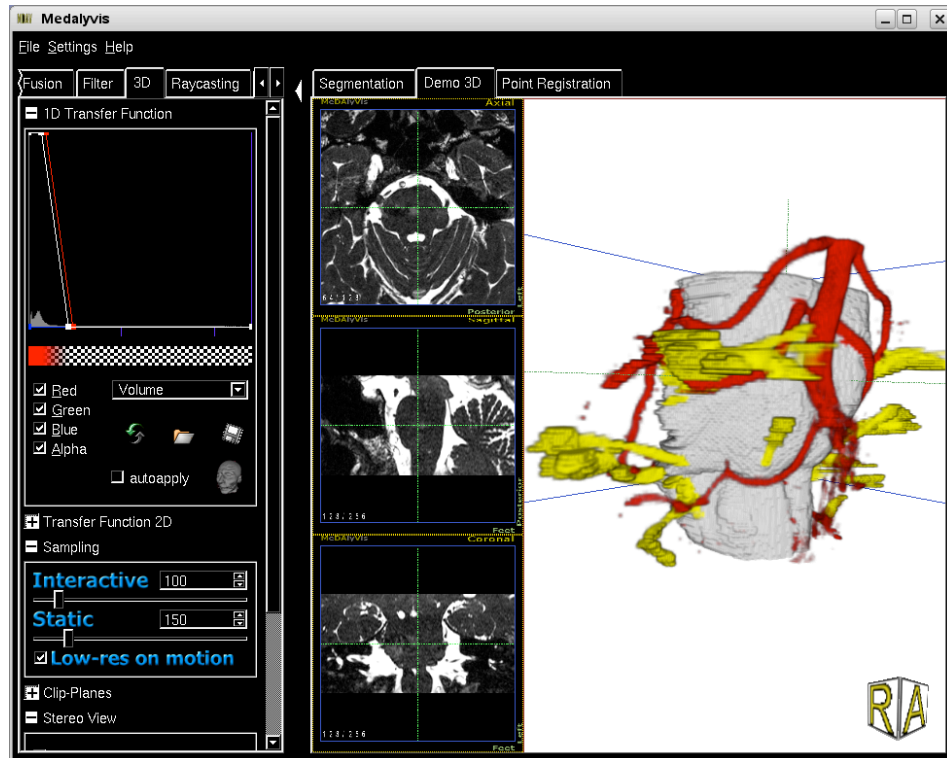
3D-Darstellung der Segmentierungsergebnisse in den MRT-CISS Daten auf Basis der eingestellten Transferfunktionen und direkter Volumenvisualisierung (VISCIS)
